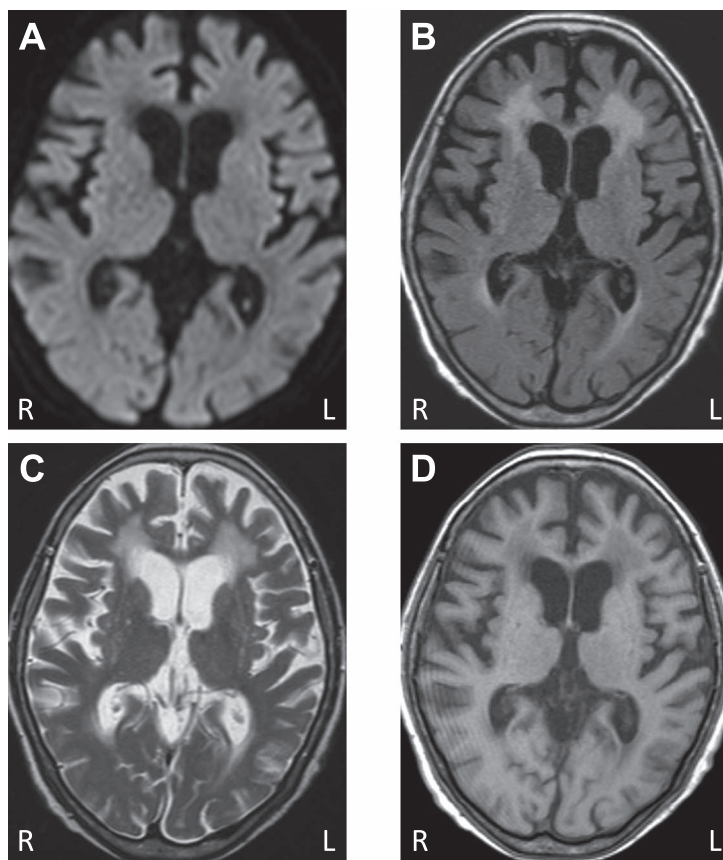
Brain MRI after Vitamin B₁₂ supplementation.
